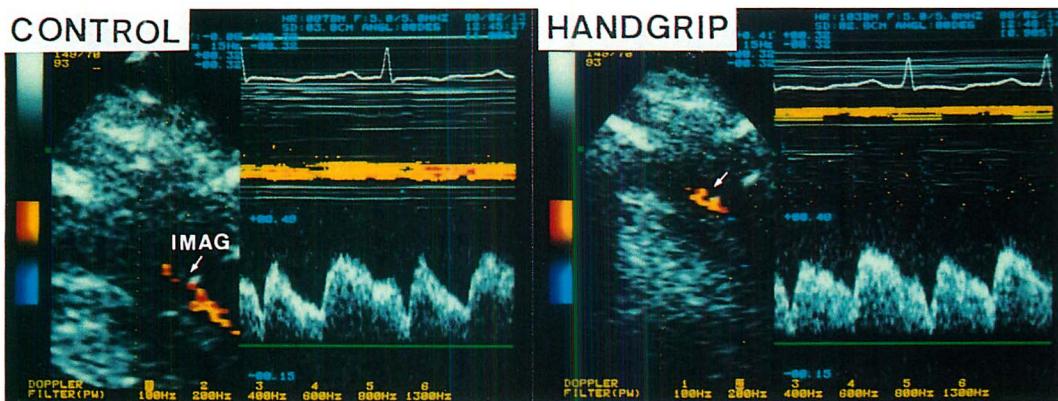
Exercise Doppler echocardiogram of a patient with no significant change in bypass graft flow.
